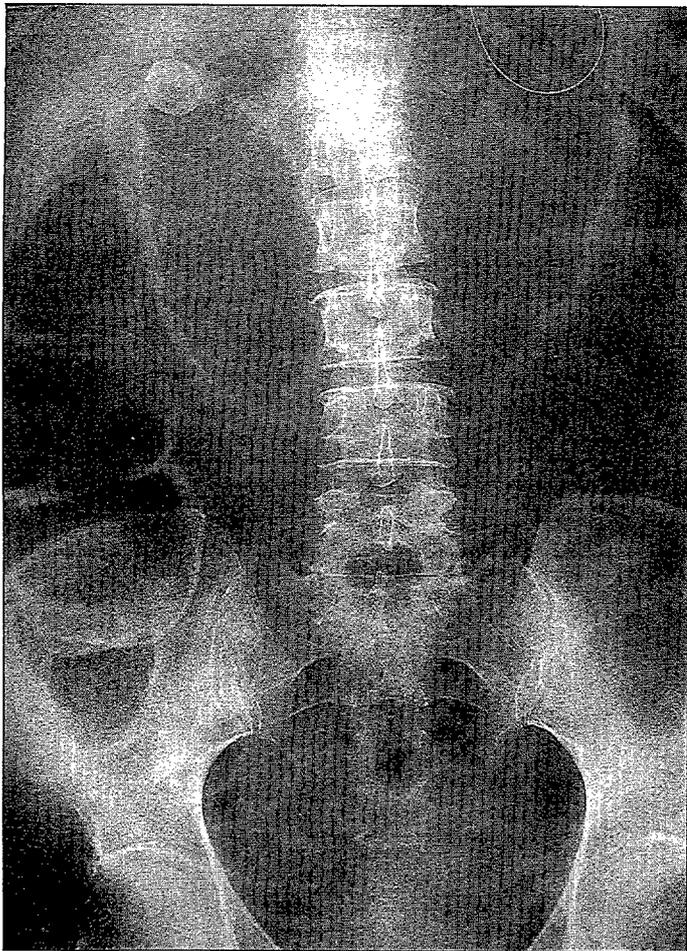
Radiografía simple de abdomen. Gran dilatación del ciego y colon transverso.
